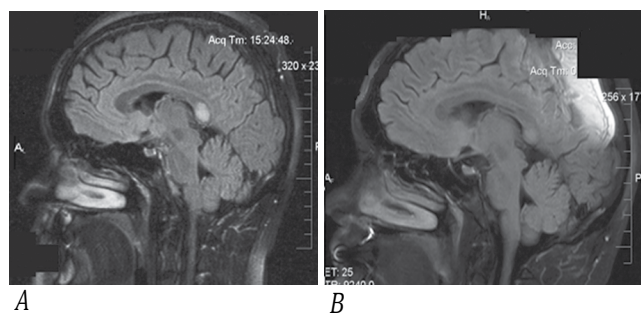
МРТ пациента А. в режиме FLAIR, сагиттальный срез головного мозга.
